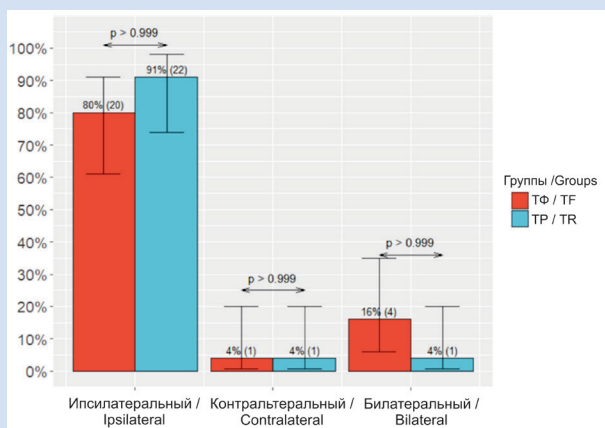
Локализация очаговых поражений на ДВ МРТ
